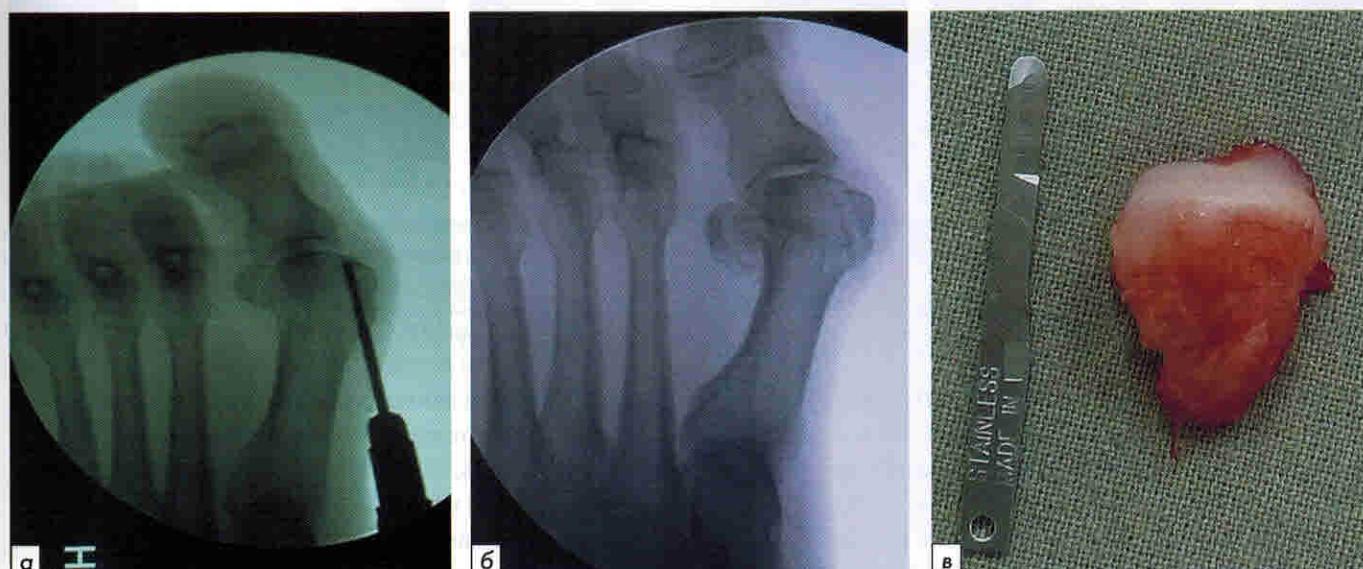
Удаление медиального экзостоза головки первой плюсневой кости одним блоком: а – установка фрезы перед началом манипуляции; б – рентгеновская картина после осуществления пропила; в – демонстрация размера удаленного через сантиметровый доступ костного фрагмента
